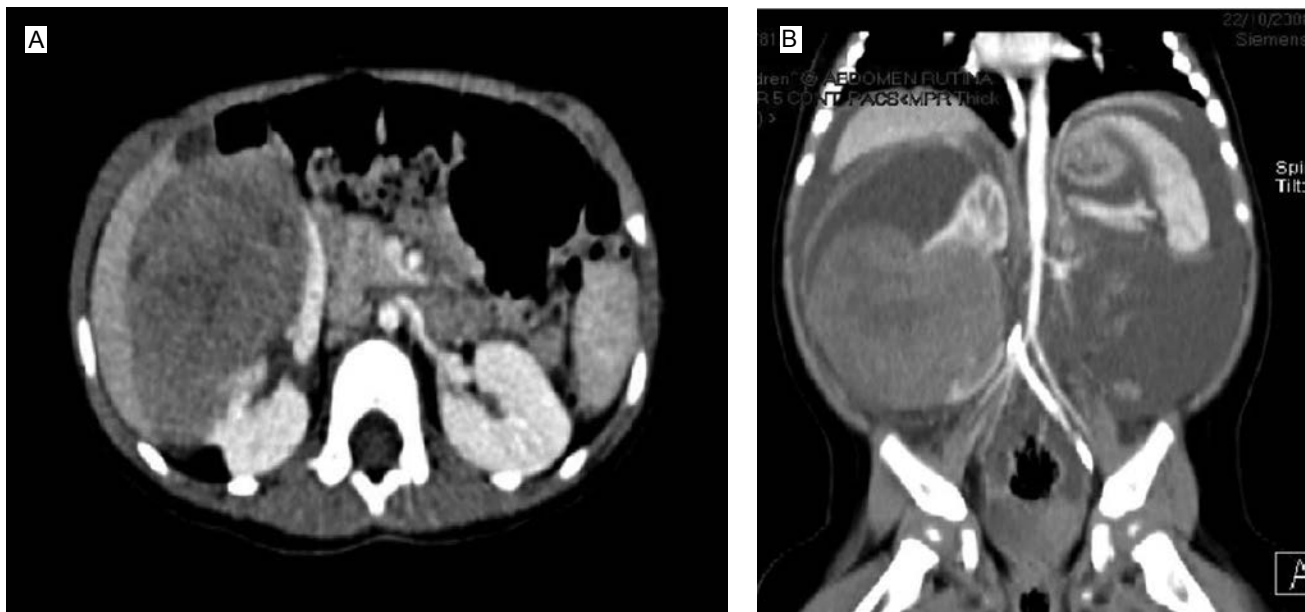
Tomografía con contraste endovenoso: imagen axial de tumor intrarrenal heterogéneo que refuerza tras la administración del medio de contraste (a). Delimitación clara con el parénquima renal y del resto de las estructuras abdominales (b).
